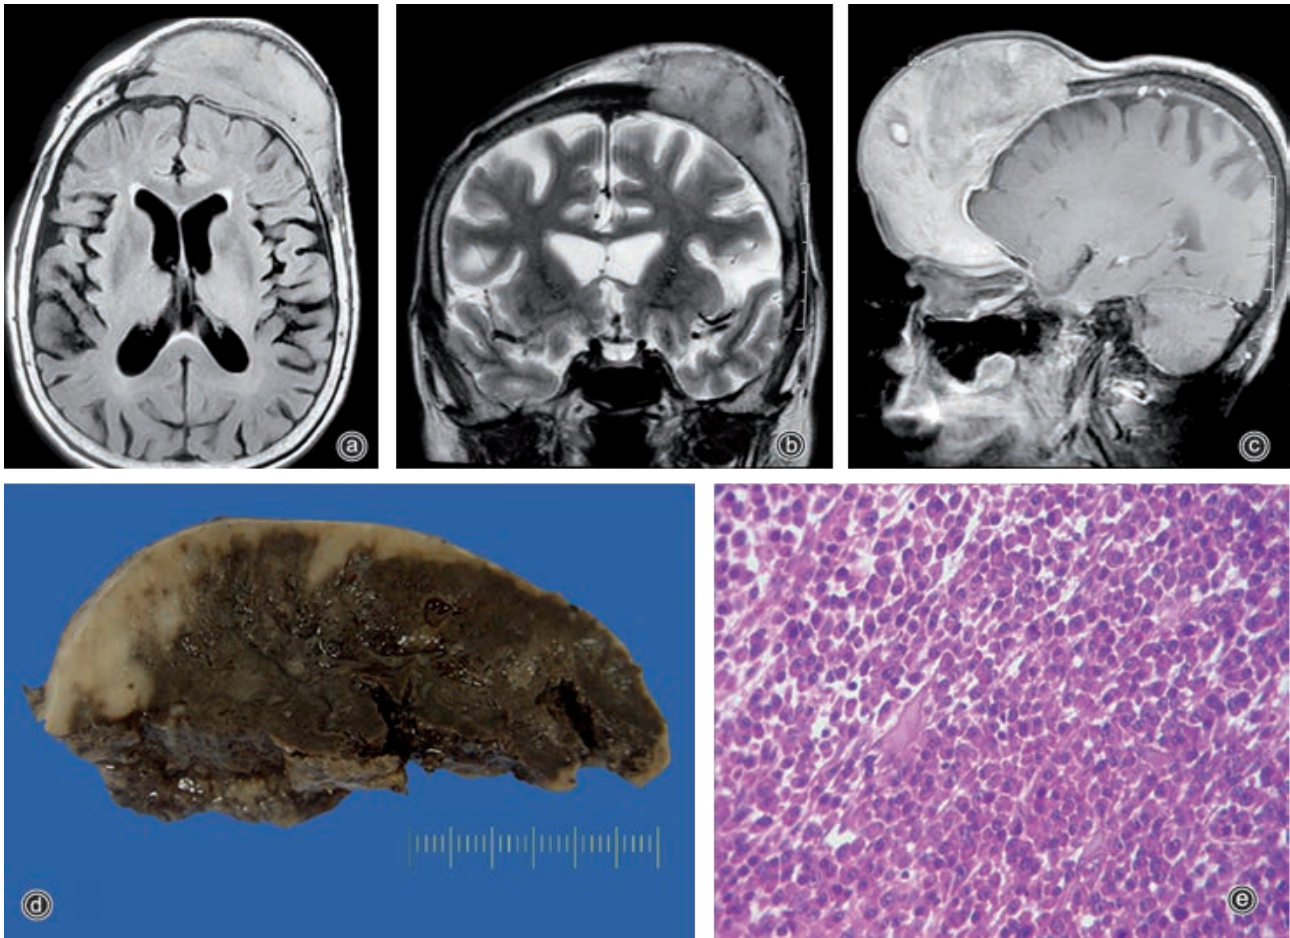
a) Corte axial, b) coronal y c) sagital de resonancia magnética en secuencias T1, T2 y con contraste donde se muestra el gran tumor extraaxial frontal con lesión ósea, que comprime el lóbulo frontal subyacente. d) Aspecto macroscópico de la neoplasia, de color rojo vinoso con áreas blancas periféricas que histológicamente correspondió a una proliferación de células plasmáticas maduras. e) Tinción de hematoxilina/eosina.
